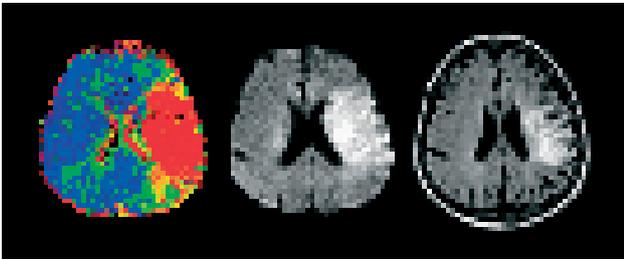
Hirninfarktentwicklung bei einem 70jährigen Mann in der Kernspintomographie. Zum Zeitpunkt der Aufnahme besteht eine große schwere PWI-Läsion im linken Medialstromgebiet. Fünf Tage nach der Thrombolyse hat sich eine ausgedehnte DWI-Läsion entwickelt, die aber kleiner ist als die ursprüngliche Ischämiezone. Nach 12 Wochen ist die Infarktlesion teilweise zystisch umgebaut und geschrumpft; außerdem ist eine erhebliche perilesionelle Hirnrindentrophie aufgetreten, wie die FLAIR-Sequenz zeigt. Initial hatte der Patient eine hochgradige Hemiparese (European Stroke Scale 14, Barthel-Index 0), die sich 5 Tage nach der Lyse bereits partiell erholt hatte (European Stroke Scale 52, Barthel-Index 20). Nach 14 Wochen und nach erfolgter Rehabilitation war der Barthel-Index 85.
